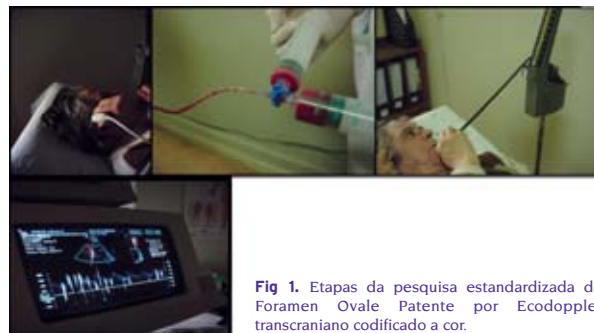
Etapas da pesquisa estandardizada do Foramen Oval Patente por Ecodoppler transcraniano codificado a cor.
